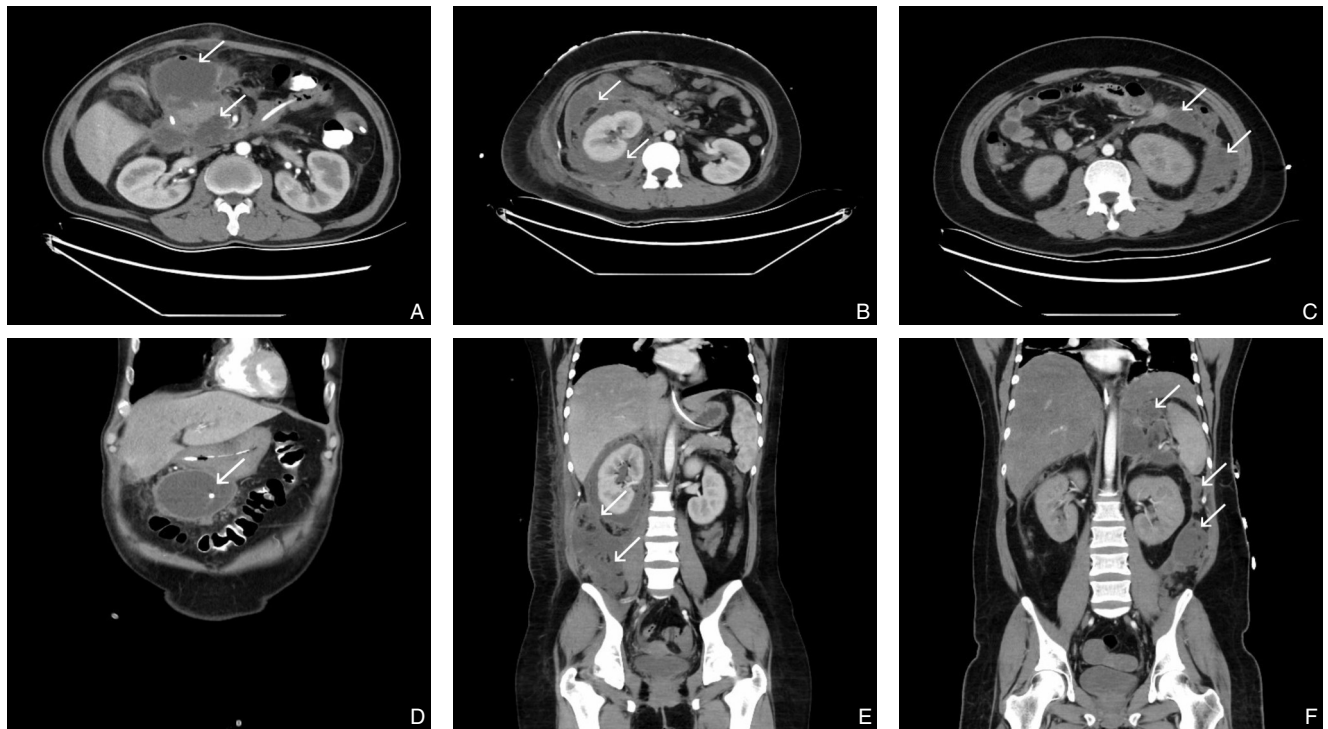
IPN的积液分布CT图像(白色箭头表示感染区域) A: I区(胰周区域)横切面; B: III区(右侧腹膜后区域)横切面; C: I+IIa区(胰周区域+左侧腹膜后区域,但未累及盆腔)横切面; D: I区(胰周区域)冠状面; E: III区(右侧腹膜后区域)冠状面; F: I+IIa区(胰周区域+左侧腹膜后区域,但未累及盆腔)冠状面
